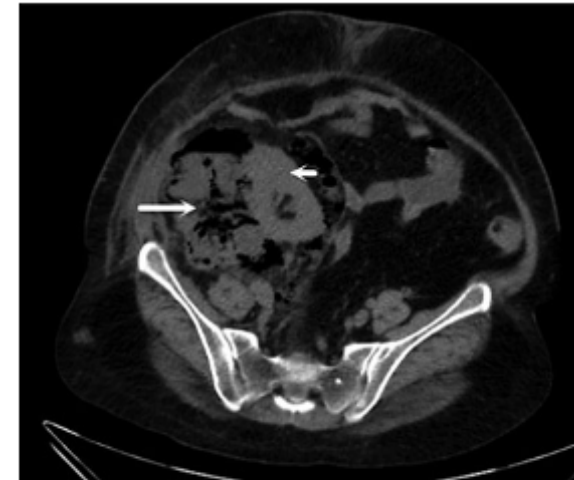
Computed tomography scan of the kidney, ureter, and bladder done on day 1 showing renal allograft in the right iliac fossa (short arrow) and moderate perinephric collection with air pockets (long arrow) displacing the ascending colon and bladder and extending upwards in the retroperitoneal space.
